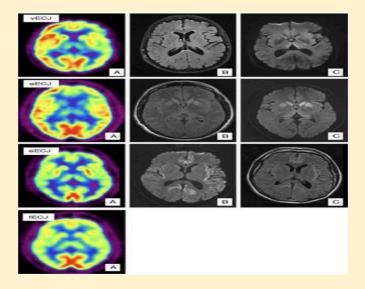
Caso de vECJ. (A) PET-FDG muestra hipometabolismo talámico bilateral y hemisférico izquierdo. (B) FLAIR sin alteraciones relevantes. (C) Aumento de señal en tálamo dorsomedial bilateral en secuencias de difusión. Caso de eECJ. (A) PET-FDG muestra hipometabolismo en núcleos caudado, tálamo y región anterior del putamen. Hipometabolismo región del polo anterior y frontal dorso-medial de predominio izquierdo. (B) Hiperintensidad en la rodilla de la cápsula interna izquierda y ganglios de la base bilateralmente en secuencias FLAIR. (C) Hallazgos similares en secuencias de difusión con hiperintensidad también en tálamo y córtex cingular. Probable caso de eECJ (subtipo MM2). (A) PET-FDG muestra disminución generalizada de la actividad cortical y de ambas regiones talámicas. (B) Hiperintensidad cortical bihemisférico de predominio izquierdo en secuencias FLAIR. (C) Hallazgos similares en secuencias de difusión. Caso de fECJ. (A) PET-FDG evidencia hipometabolismo de la región talámica y ganglios de la base de predominio hemisférico derecho con compromiso de caudado bilateralmente.
